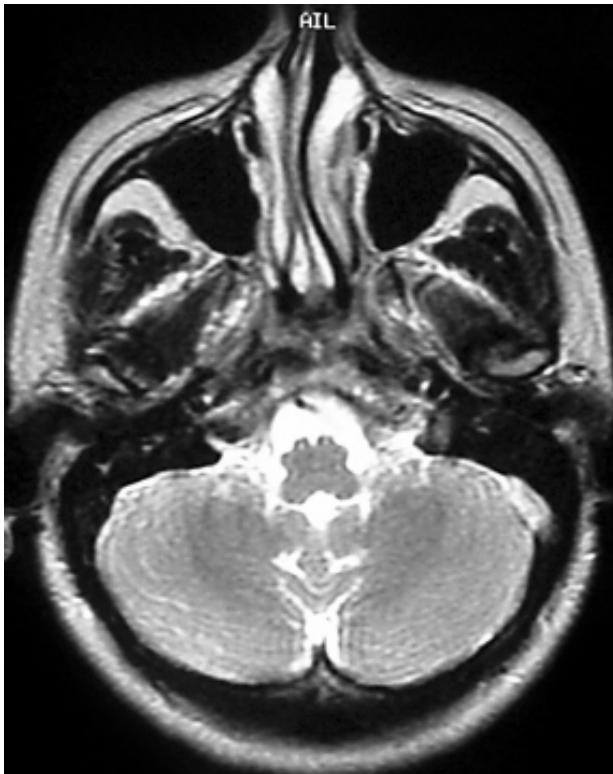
b,c. RM ponderadas en T2.
